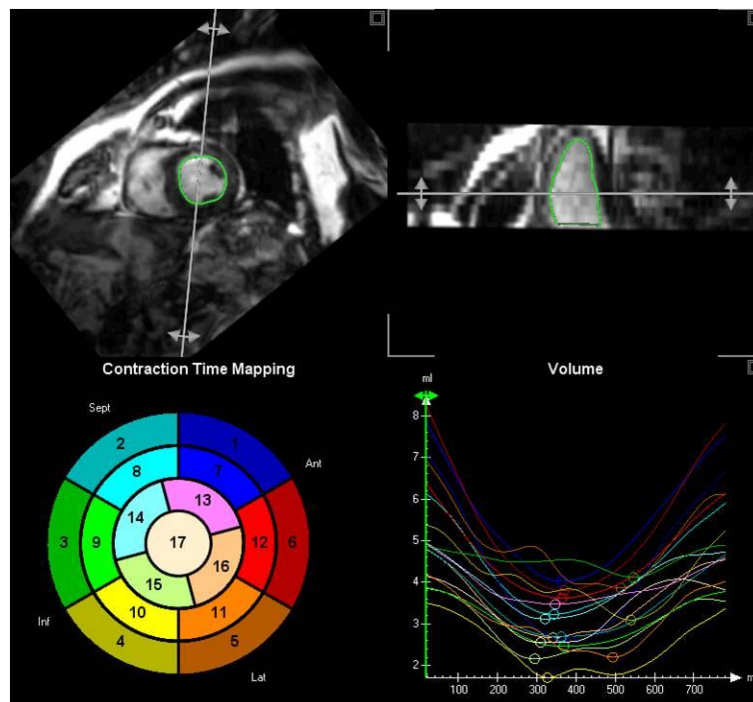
Analisi dello svuotamento regionale del ventricolo sinistro mediante MRI.
